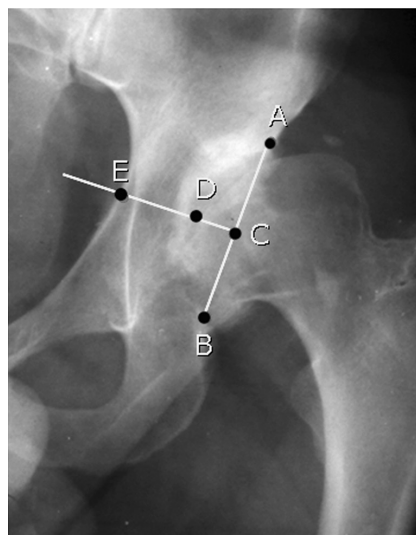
Рентгенантропометрические параметры вертлужной впадины при ДК: AB — ширина; CD — глубина; ED — толщина дна
